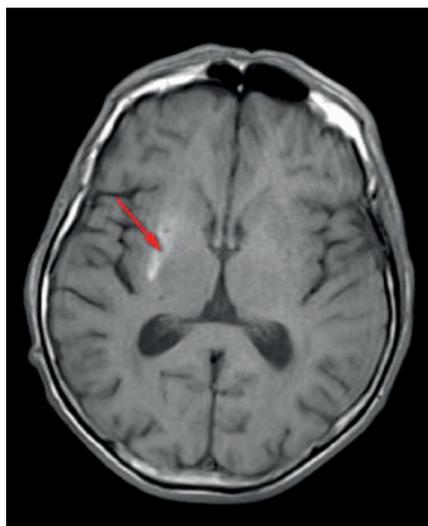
T1 ВИ МРТ головного мозга. В базальных ядрах правого полушария головного мозга (скорлупа, головка хвостатого ядра) сохраняются зоны гиперинтенсивного сигнала на T1 ВИ (указано стрелкой)
